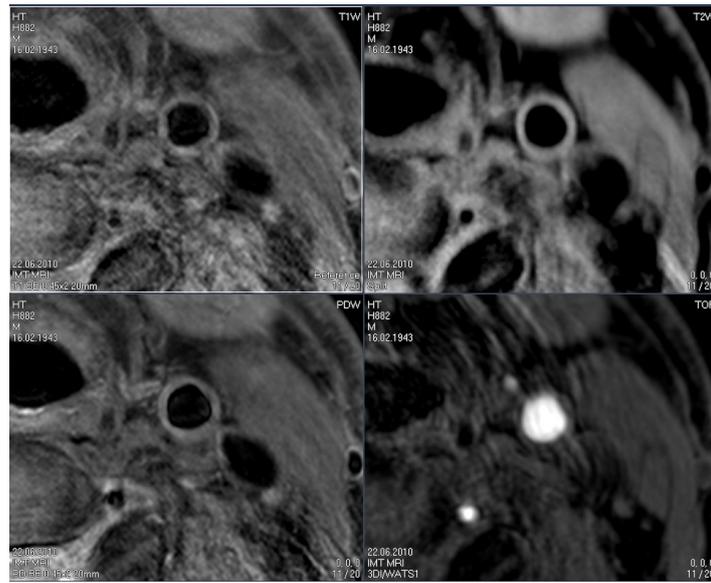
Darstellung der Gefäßwand der Arteria carotis im MRT-Bild in T1-, T2-, PD-Gewichtung und TOF-Angiographie in der Transversalebene (PD = Protonendichte; TOF = Time-of-flight)
